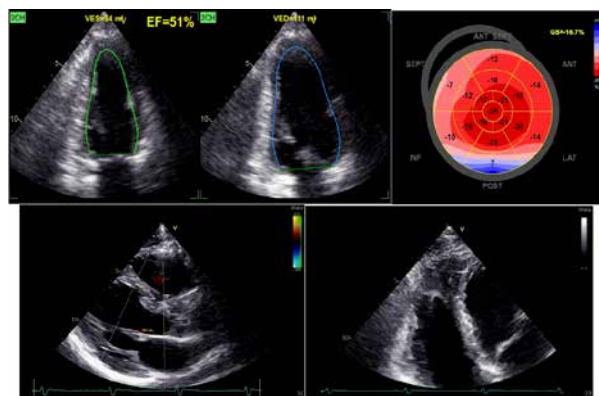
Ecocardiografie la internare - Ventricul stâng nedilatat, cu diskinezie sept interventricular bazal, FEVS normală, GLS scăzut, ventricul drept nedilatat, akinezie apicală, cu funcție sistolică longitudinală normală, FAC scăzut
